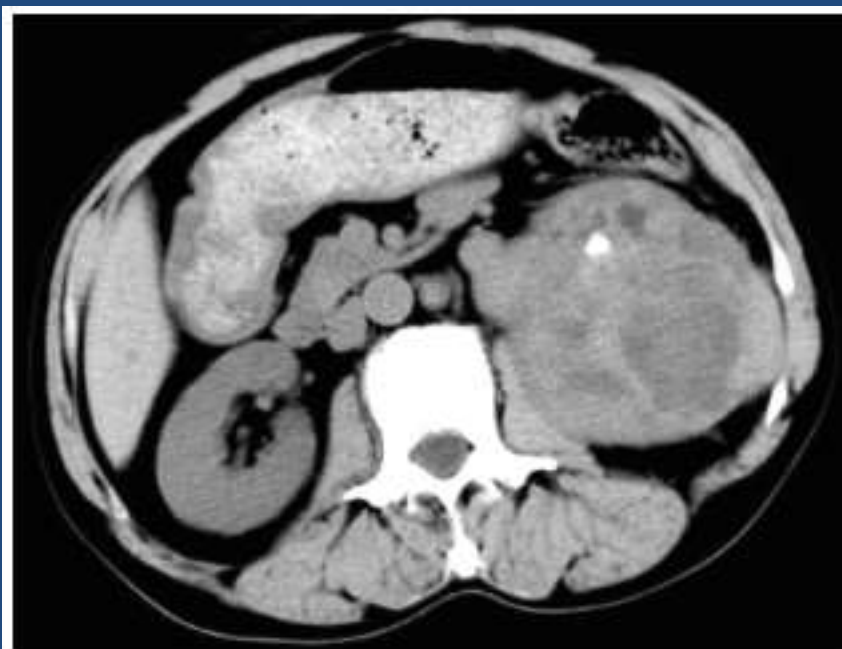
CT平扫示左肾影外形增大，肾实质内多发囊实性低密度占位，肾周筋膜增厚，肾内见小结石
